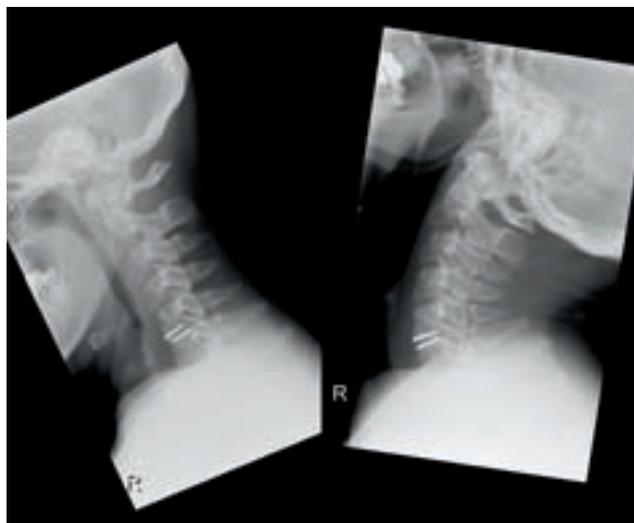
Zervikale Bandscheibenprothese. Röntgen-Funktionsaufnahmen nach Implantation einer Bandscheibenprothese zeigen die weitgehend erhaltene Beweglichkeit in dem Segment.
